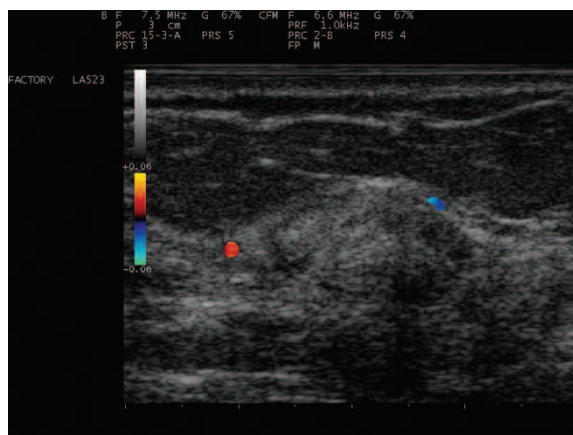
Ecografía Doppler color que pone en evidencia el aumento de la vascularización periférica.
